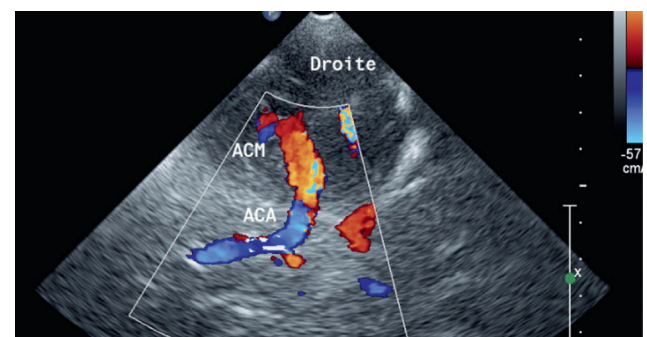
Terminaison de l'ACI et sa division en A1 et M1 (Écho-Doppler couleur).
